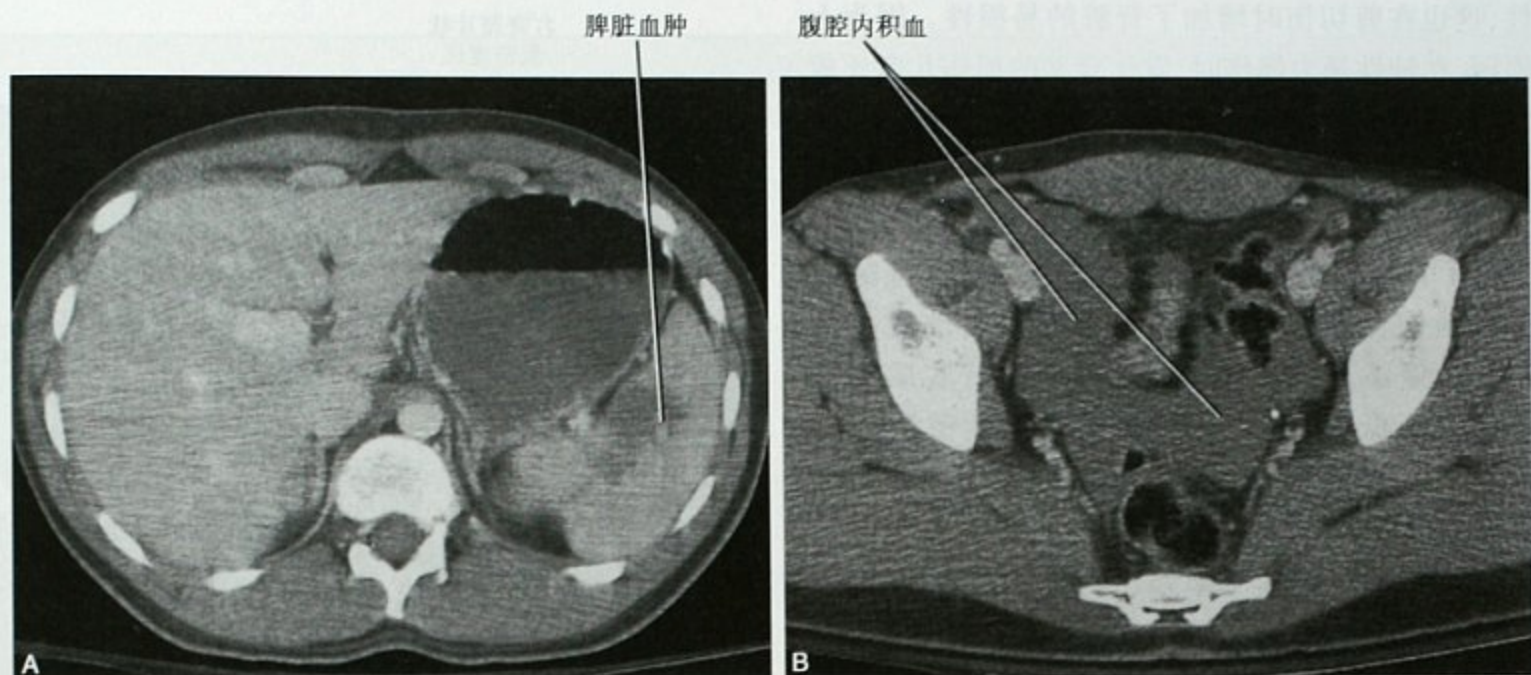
脾脏损伤所致大量腹腔内出血。A. 腹部钝性损伤增强 CT 横断面显示近脾门区的血肿；B. 盆腔可见大量积血。剖腹探查证实单纯脾脏损伤
